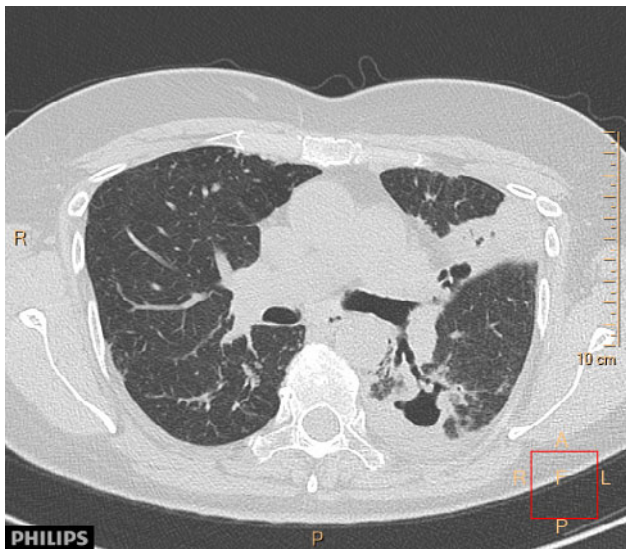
CT hrudníka (sagitálny rez, pľúcne okno) 61-ročného muža, prijatého s podozrením na tuberkulózu. CT obraz s prítomnou kavitou vpravo, s nepravidelnými pľúcny konsolidáciami, noduláciami, fibro-adhezívnymi zmenami s volume loss horného pľúcneho laloka vpravo. Mikrobiologicky potvrdená *Mykobakterium intracellulare*.
